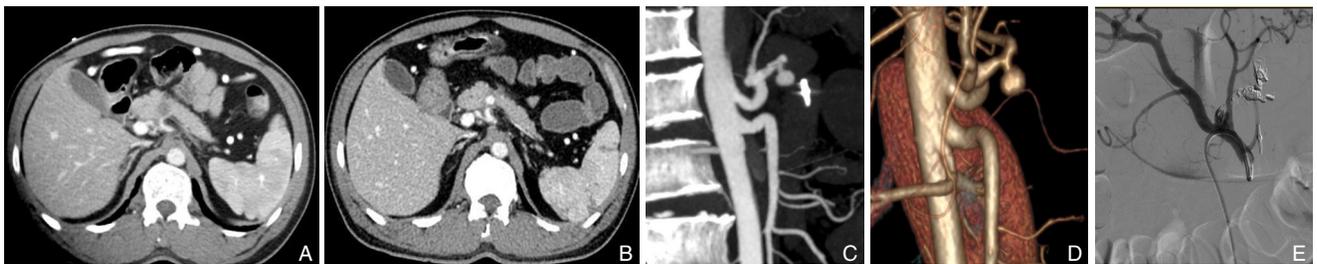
患者影像学资料 A: 第一次入院时腹部增强CT可见上腹部所示胰腺体部囊状改变; B-C: CTA显示脾动脉起始段见动脉瘤向胰腺体部突出, 考虑为脾动脉瘤; D: CTA三维重建可见脾动脉起始段囊状动脉瘤形成; E: 介入下脾动脉瘤栓塞治疗术后
